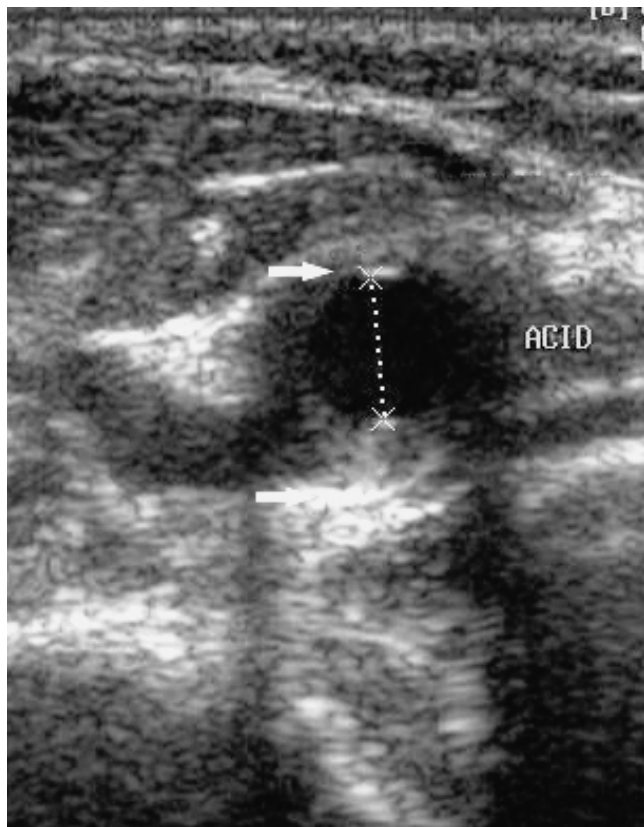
Doppler dúplex carotídeo modo B transversal. Las flechas señalan los límites de la arterial. Las líneas punteadas los límites de la luz.
